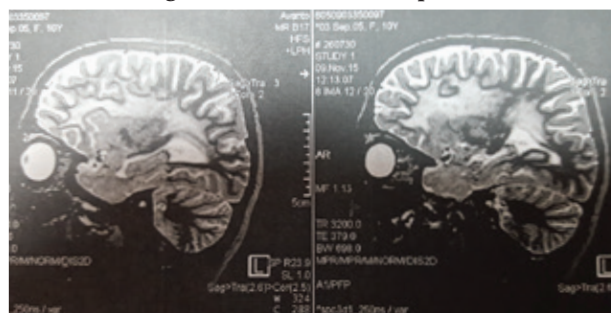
Brain MRI of the patient RS
